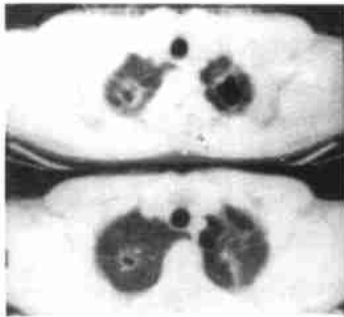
肺结核空洞 CT 像 WW 1200HU, WL-600HU
